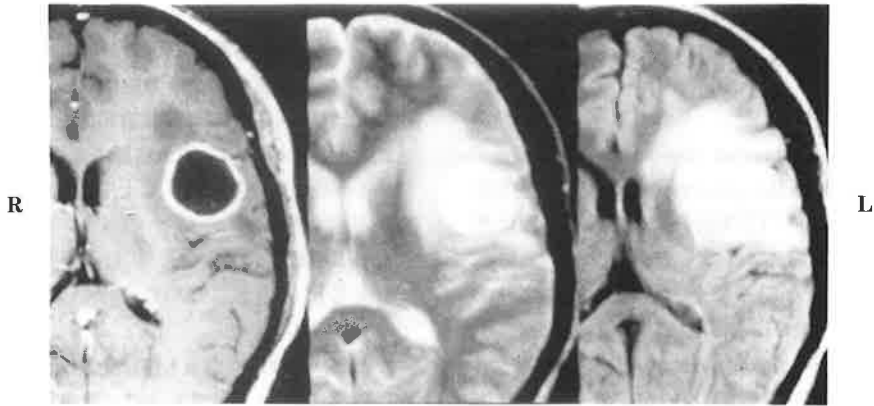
Case 6. T1 weighted image with Gd, T2 weighted image and FLAIR image in sequence. FLAIR image demonstrates peritumoral edema most clearly, but do not clarify the margin of the metastatic brain tumor.
